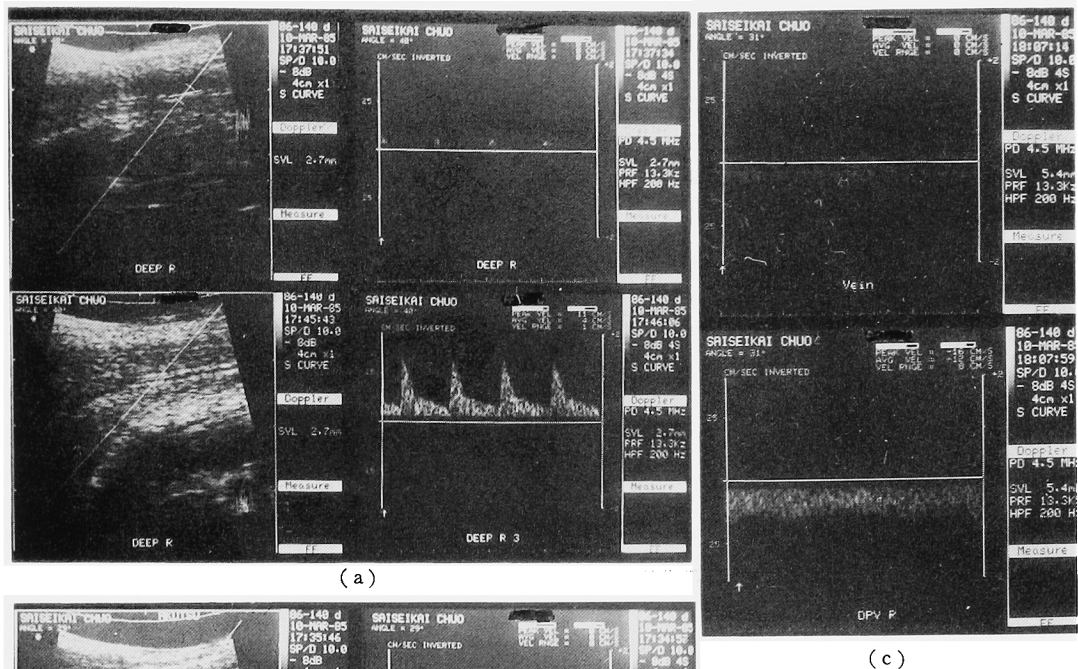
塩酸ハパペリン投与前後の陰茎血管の超音波像
